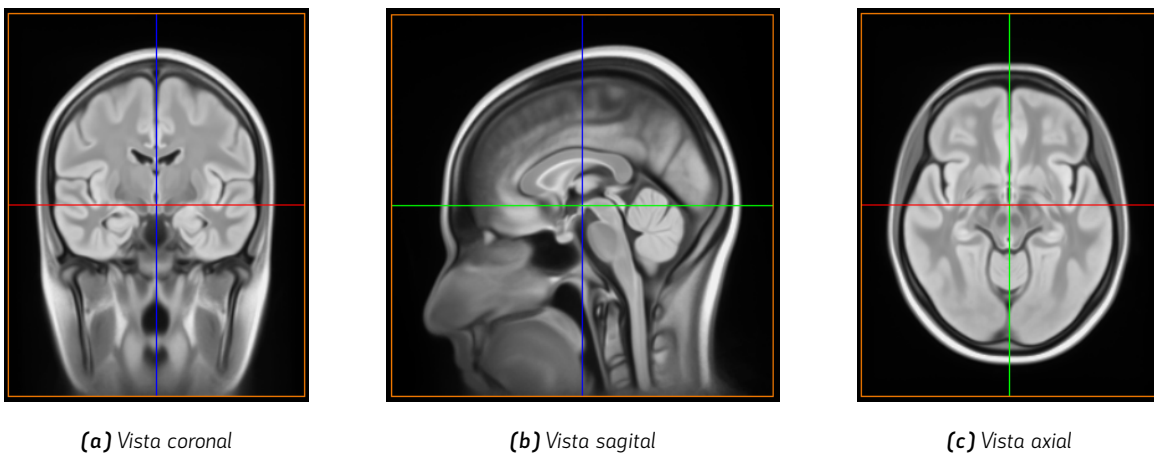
Plantilla anatómica cerebral MRI225 mostrada en las tres vistas ortogonales.
